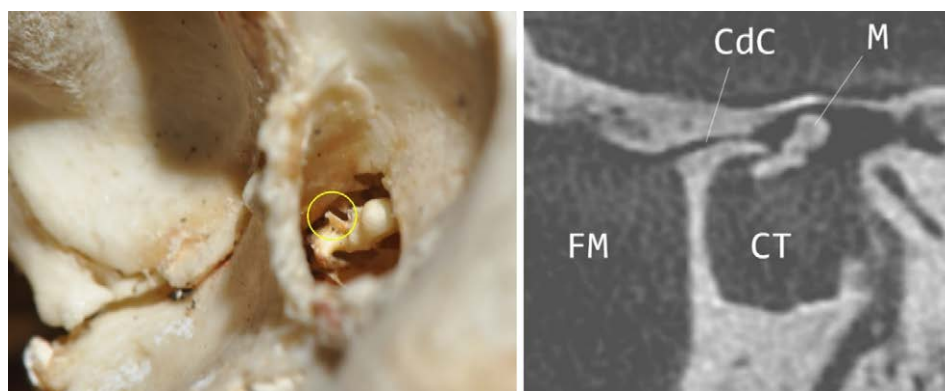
A sinistra, cerchiato in giallo, il processo anteriore del martello; a destra TC *cone beam* di sezione sagittale (FM: fossa mandibolare; CT: cavità timpanica; CdC: canale del Civinini; M: martello). Reperto del Museo di Antropologia dell'Università di Firenze.
